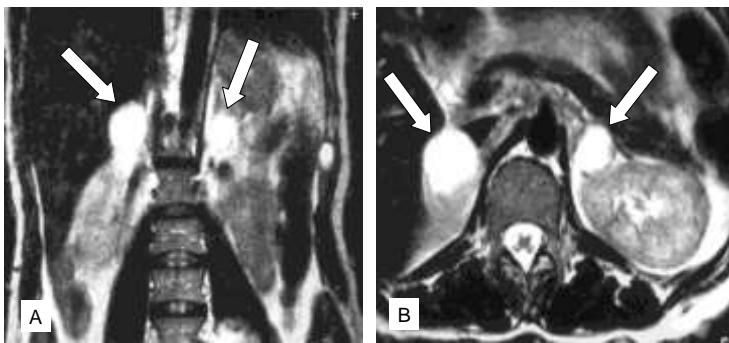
Neurofibromatosis tipo 1 con feocromocitoma bilateral de las glándulas suprarrenales. RM, vista frontal (A), vista horizontal (B).
